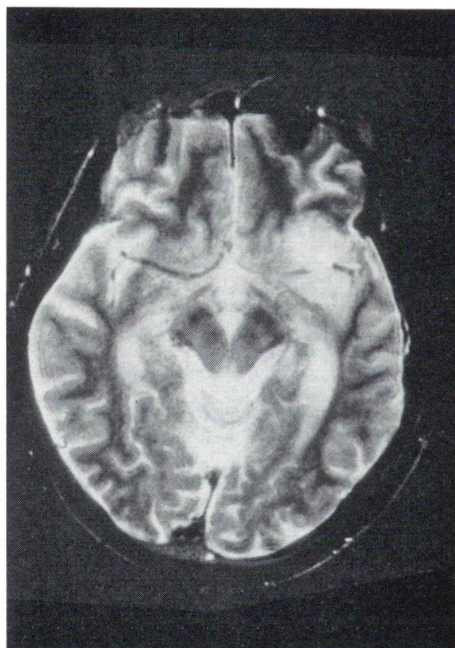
A 50-year-old male with astrocytoma (Grade II). MRI which contains the third ventricle and cerebral peduncle shows high intensity lesion in the left fronto-temporal area on axial T₂ weighted spin-echo image.
